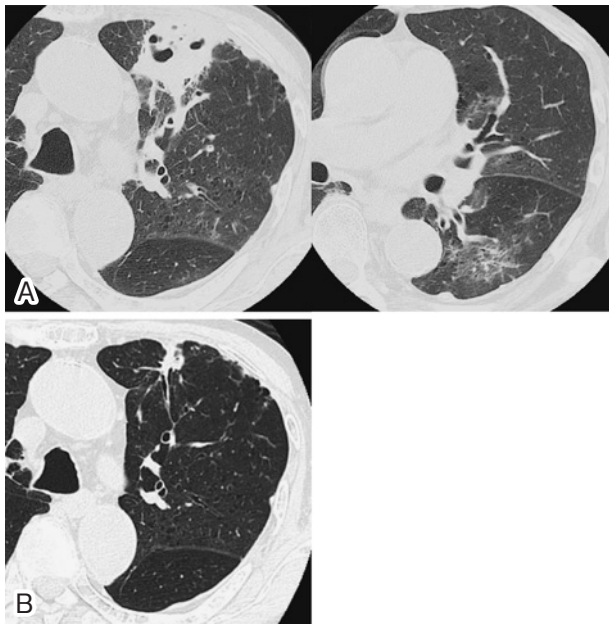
A: Chest CT on day 16 shows massive consolidation with cavity formation in the left upper lobe and ground glass shadow in the left lower lobe. B: Chest CT taken 2 years after the initial visit shows the residual cavity with a slightly thickened wall in the left upper lobe.
